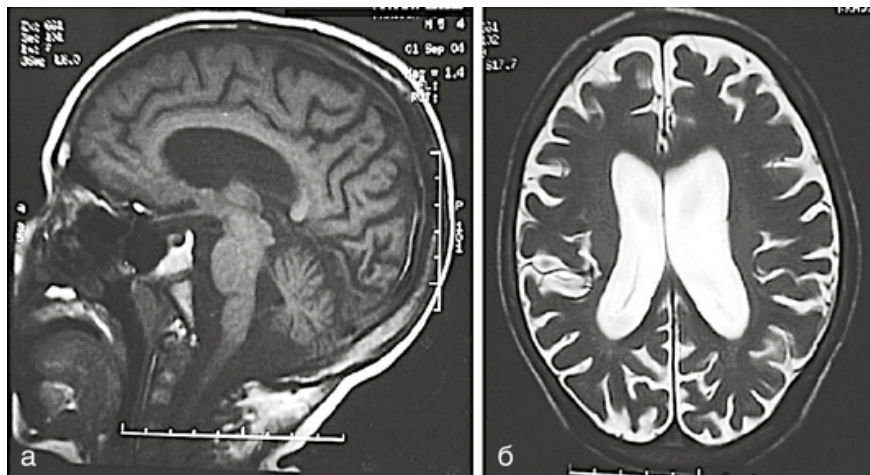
МРТ головного мозга пациента 8 лет с НЦЛ 2-го типа: а — атрофия мозжечка; б — кортикальная атрофия. При поздних младенческих формах НЦЛ происходит нарушение распада митохондриальной субъединицы АТФазы С, роль которой до настоящего времени остается невыясненной.
